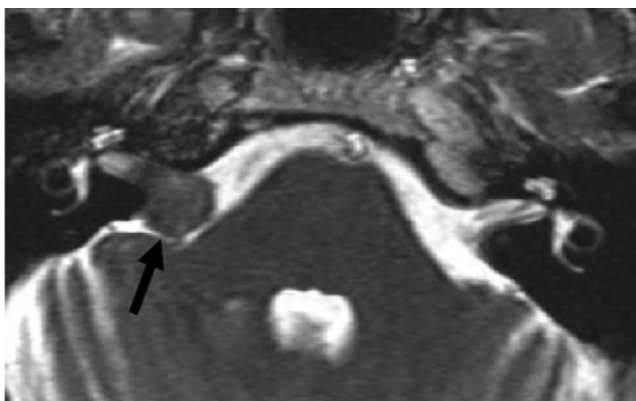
MRI T2 pesata che utilizza steady state acquisition, proiezione assiale. Dang l et al, 2020
